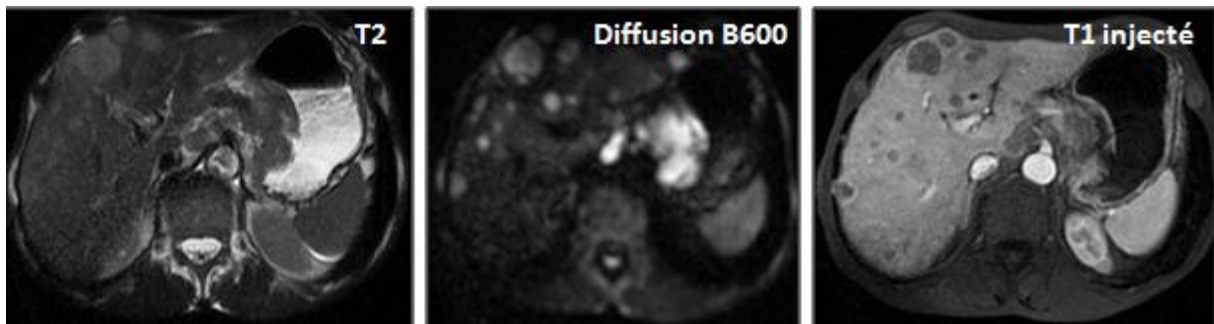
A l'IRM, multiple lésions nodulaires intéressant les différents segments hépatiques, hypo intenses en T1, hyper intenses en T2, réduisant la diffusion et se rehaussant faiblement en couronne après injection de produit de contraste : Métastases. Epaissement pariétal gastrique de la petite courbure.
